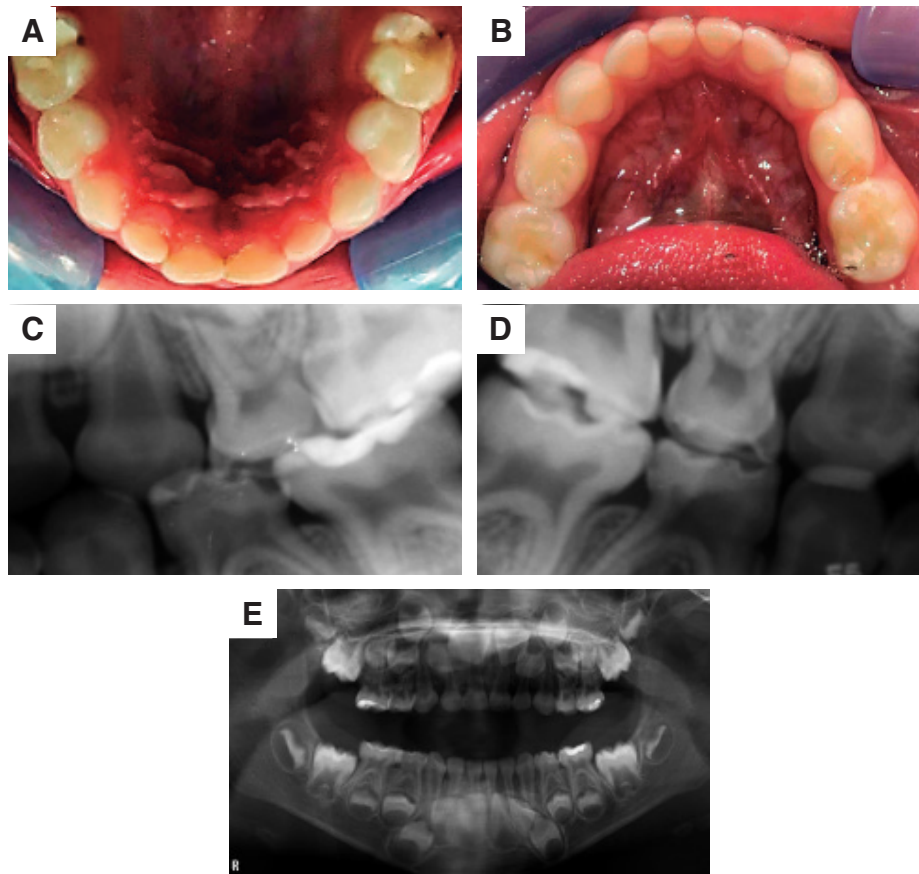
A y B. Fotografías intraorales iniciales. C y D. Radiografías interproximales lado izquierdo y derecho, respectivamente. E. Radiografía panorámica inicial.
